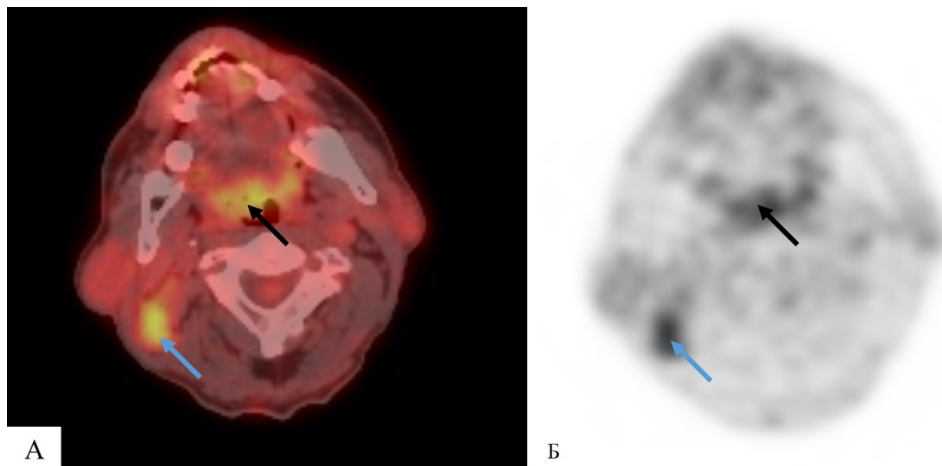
(А,Б) – ПЭТ-КТ пациента 63 лет с метастазами плоскоклеточного рака в лимфатические узлы шеи справа (синяя стрелка), участок гиперметаболизма в стенке носоглотки справа соответствующий первичному опухолевому очагу (черная стрелка)
